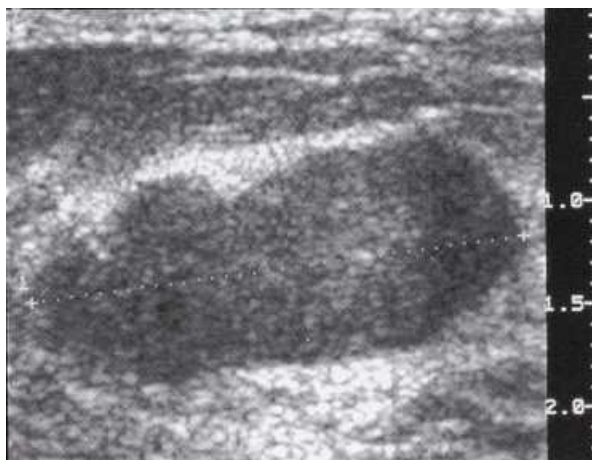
Sonographie der Mamma mit hypoechogener benigner Herdläsion (Hist. Fibroad.)
